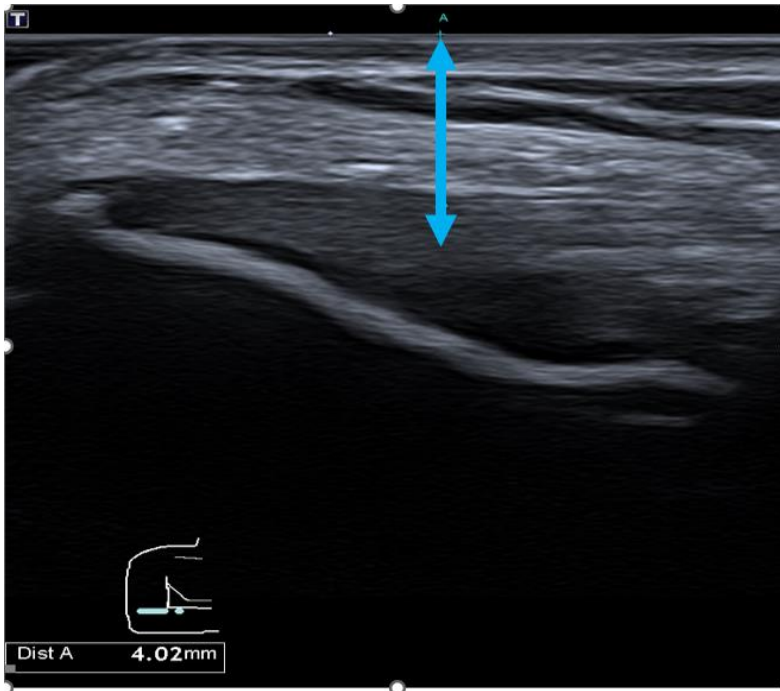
Sonographische Messung der Infiltrationstiefe
